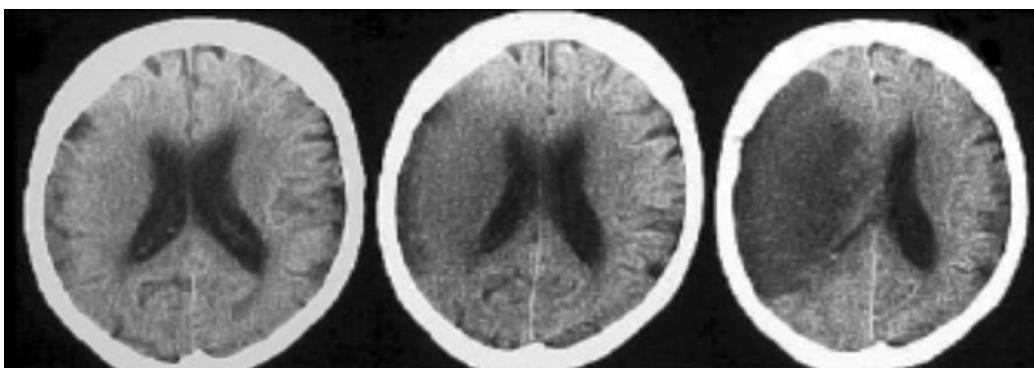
Tomografia computadorizada de crânio sem contraste de acidente vascular cerebral isquêmico no 1º, no 2º e no 5º dia de evolução
